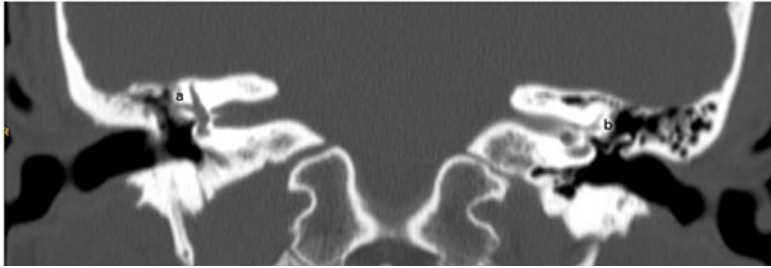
TAC de oídos medios correspondiente a la paciente de la figura 3.
